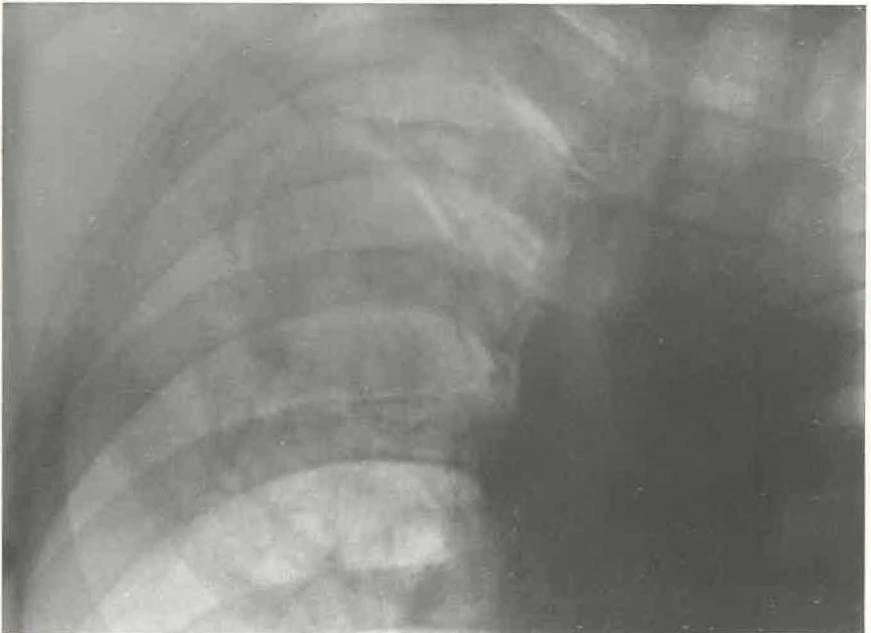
Radiographie frontale. Signe de la "calotte aérienne".
